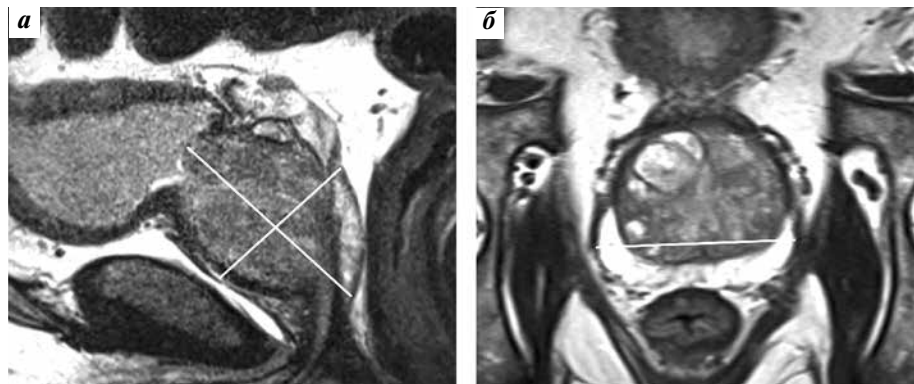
T2-взвешенные изображения предстательной железы в сагиттальной (а) и аксиальной (б) плоскостях. Измерения согласно системе PI-RADS v2.1 для расчета объема предстательной железы по данным магнитно-резонансной томографии: а – максимальный продольный размер и максимальный переднезадний размер; б – максимальный поперечный размер
